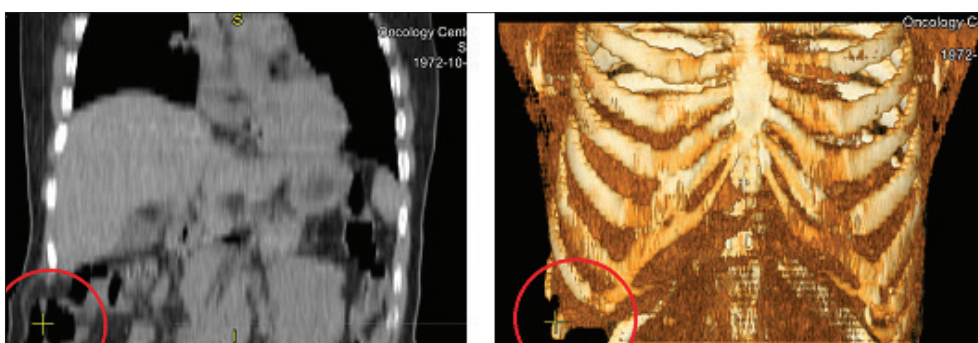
Компьютерная томография грудной клетки. Грыжевое выпячивание на переднебоковой поверхности грудной стенки (отмечено красным кругом)
